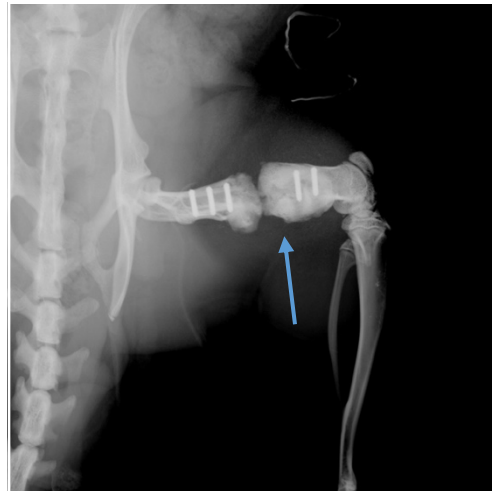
Kontroll-Röntgenbilder der Osteotomien aus Versuchsgruppe „leere Osteotomie“ (Versuchsgruppe 1).
